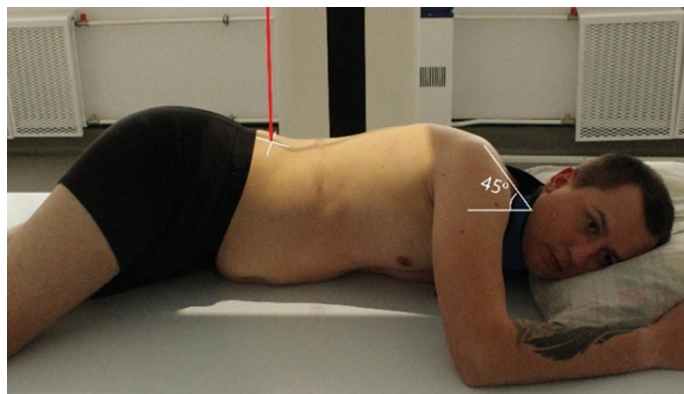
Рентгенография толстой кишки (ирригоскопия).
